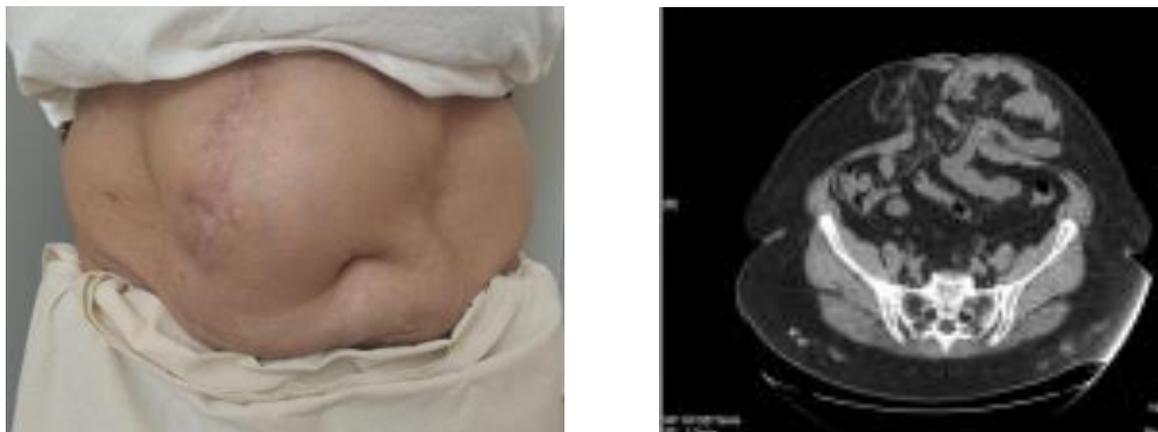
Больная П., 56 лет с послеоперационной вентральной грыжей (M₂W₃R₀) и компьютерная томография передней брюшной стенки и брюшной полости
